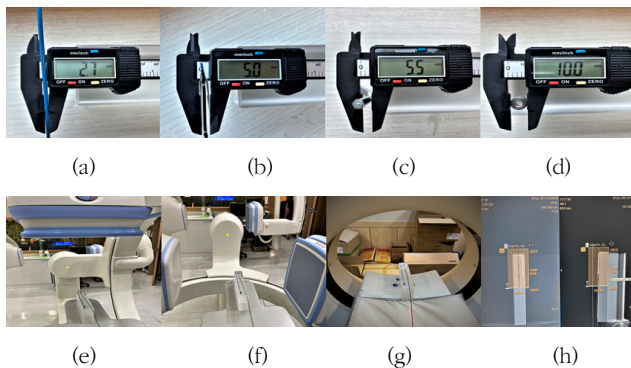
Guiding catheter actual measurements(a), Balloon catheter actual measurements(b), Metal rod actual measurements(c), Metal nut actual measurements(d), 3DRA AP position(e), 3DRA LAT position(f), CTA iso center(g), CTA scan range(h)
